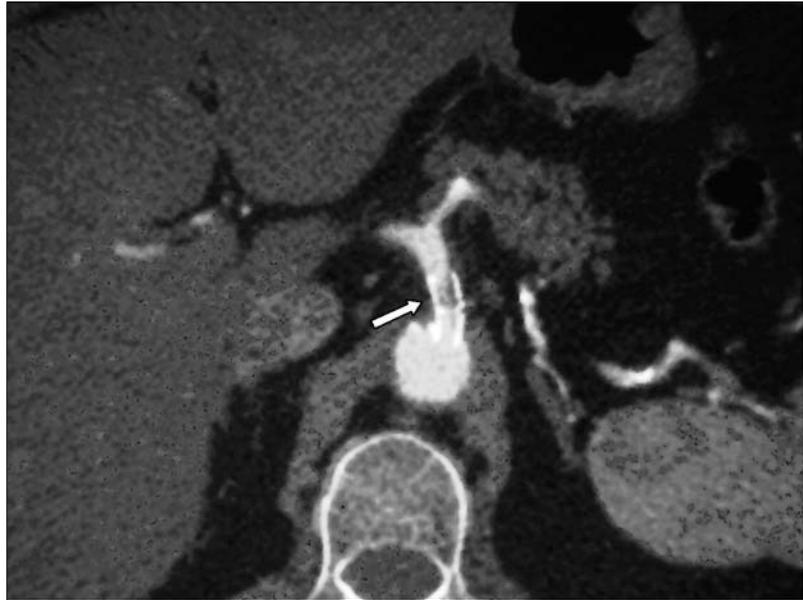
Angio-TC: oclusión del *stent* en la arteria mesentérica superior.
